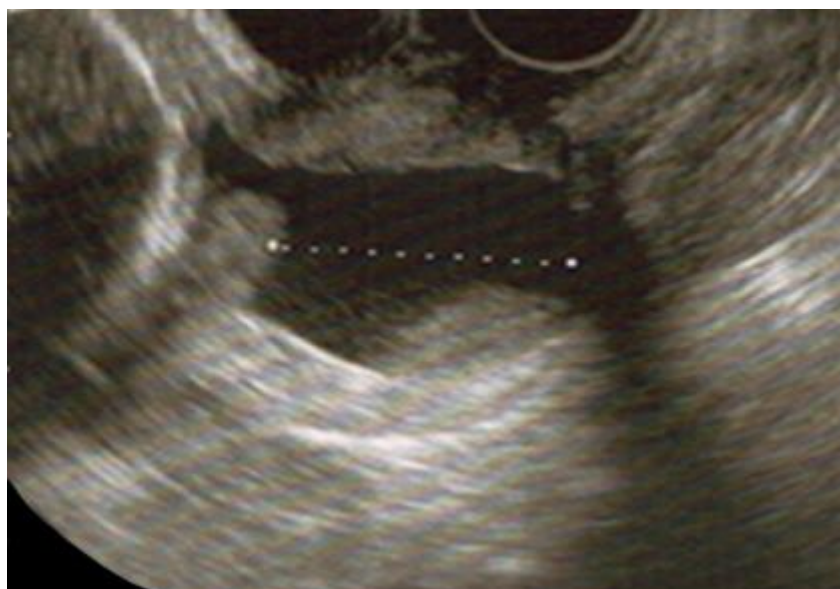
Imagen de cérvix por ecografía transvaginal a las 22 semanas.
